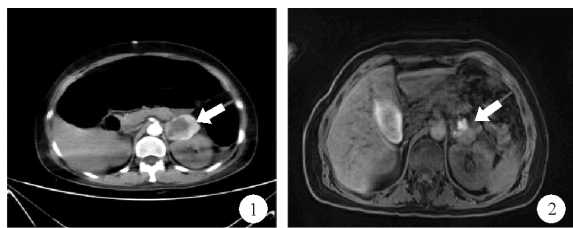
2022年5月16日患者全腹部增强CT检查结果(嗜铬细胞瘤瘤体如箭头所示) 图2 2022年6月13日患者肾上腺MRI(平扫+增强+DWI)检查结果(嗜铬细胞瘤瘤体如箭头所示)
